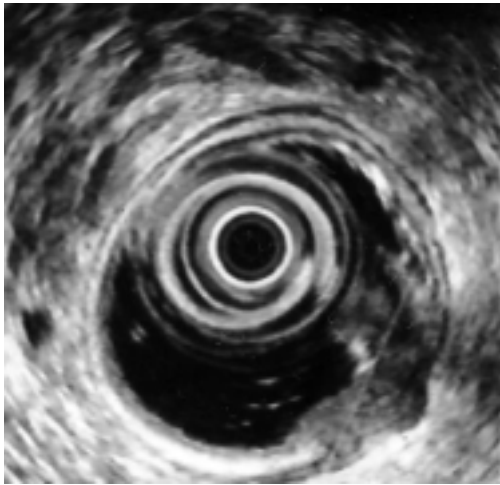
Ultrasonido endoanal: T3N0M0.
